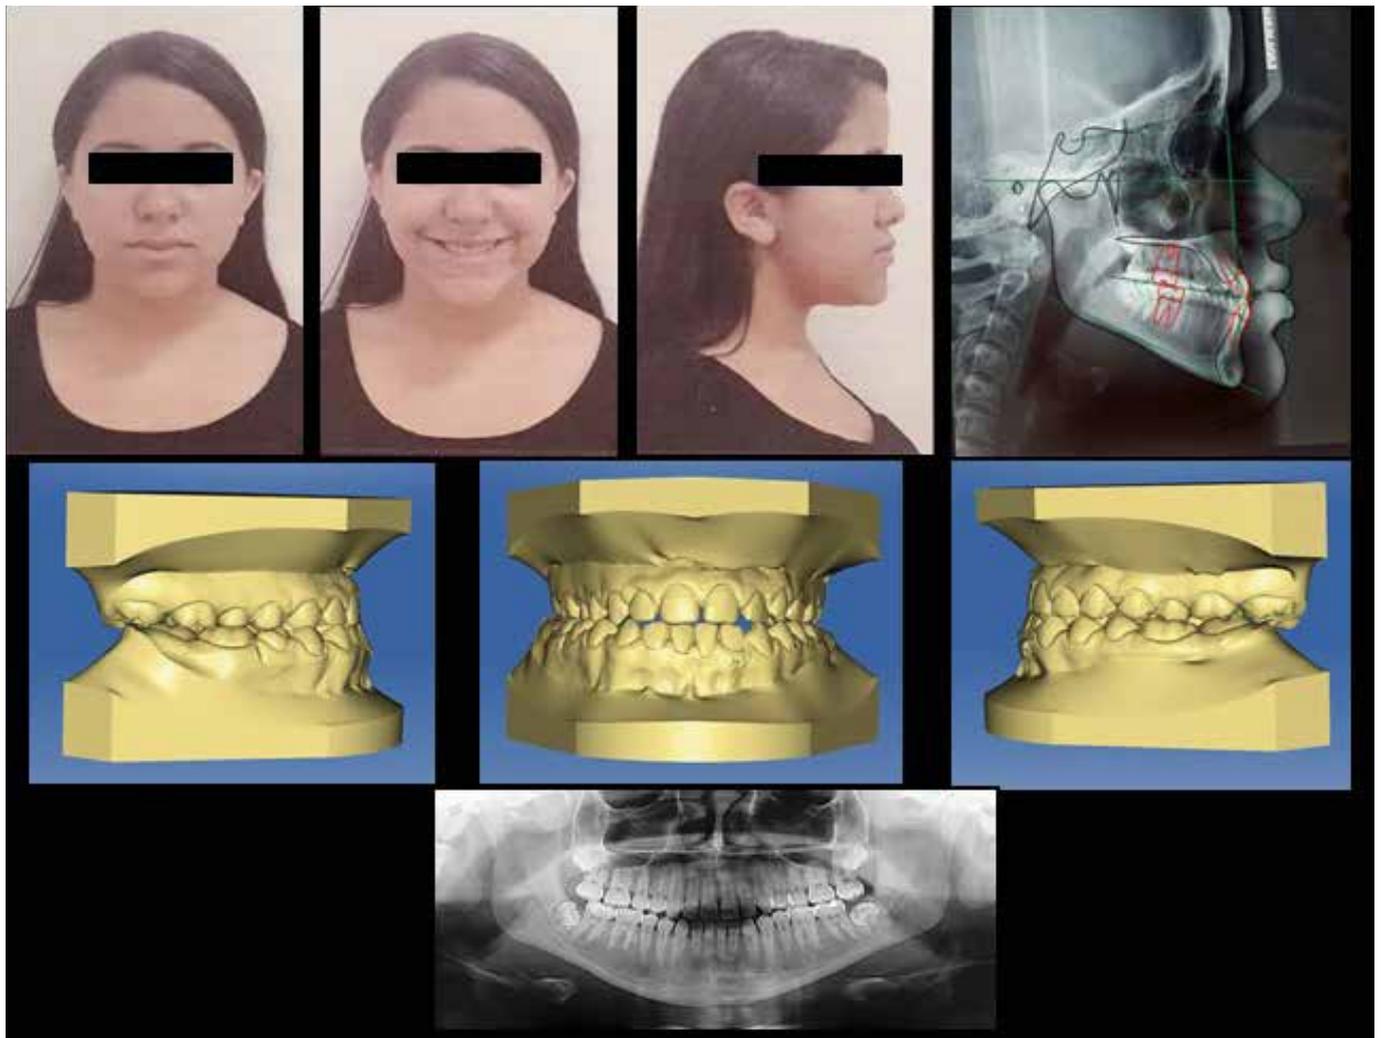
Documentação Inicial: Fotografias extrabucais; telerradiografia de perfil com traçado cefalométrico; modelos digitais e radiografia panorâmica.
